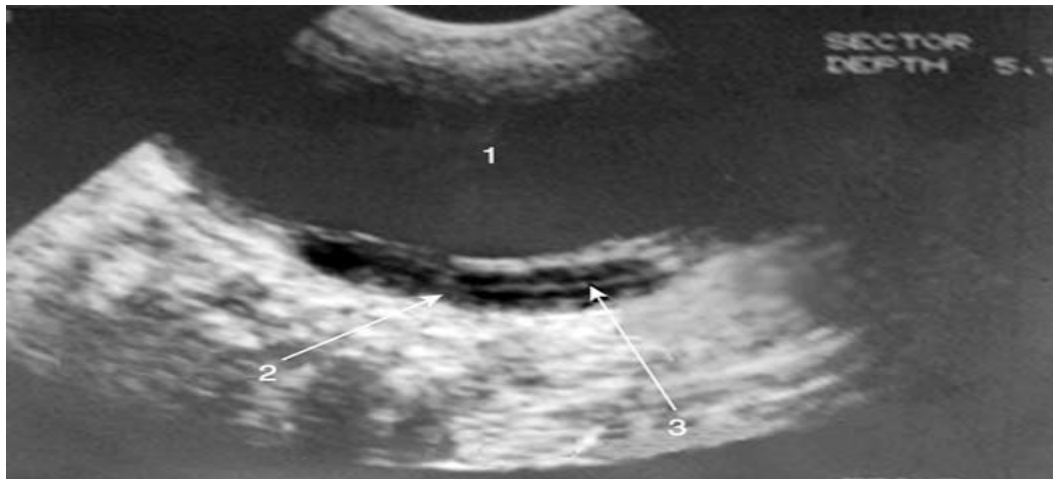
L'échographie pelvienne en période néonatale peut mettre en évidence un utérus. 1. Vessie ; 2. Utérus ; 3. Ligne de vacuité.
